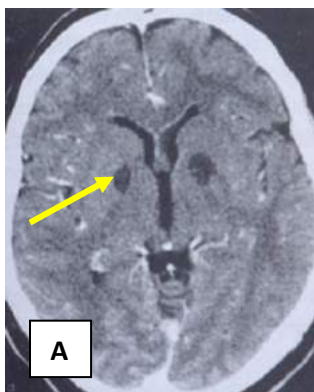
/. TDM en A et IRM en pondération T2 en B, montrant l'atteinte bilatérale et symétrique du pallidum (flèches)
